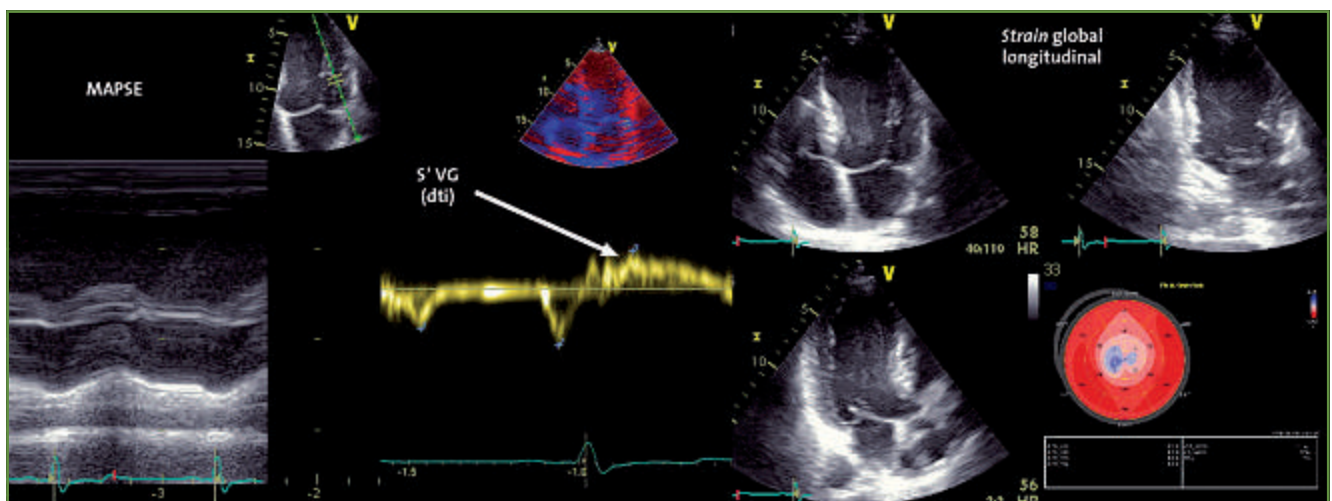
Mesure du MAPSE et du Doppler tissulaire. Étude de la fonction longitudinale du ventricule gauche mais de manière régionale à l'opposé du *strain*, ou la mesure peut être régionale ou globale.
